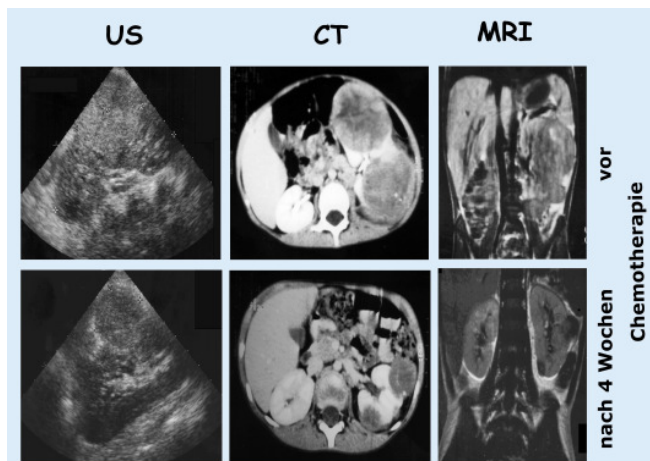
Sonographie (US), CT und MRT eines Wilms Tumors, vor und nach 4-wöchiger präoperativer Chemotherapie (Furtwängler et al., 2005).
